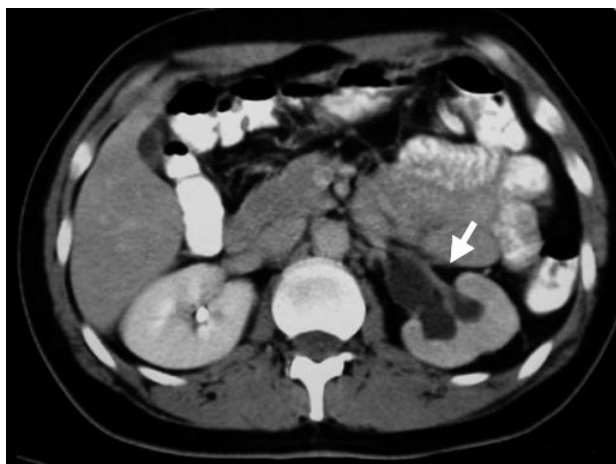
TAC mostrando ectasia pielocalicial, ureteral y retraso funcional renal izquierdos.
